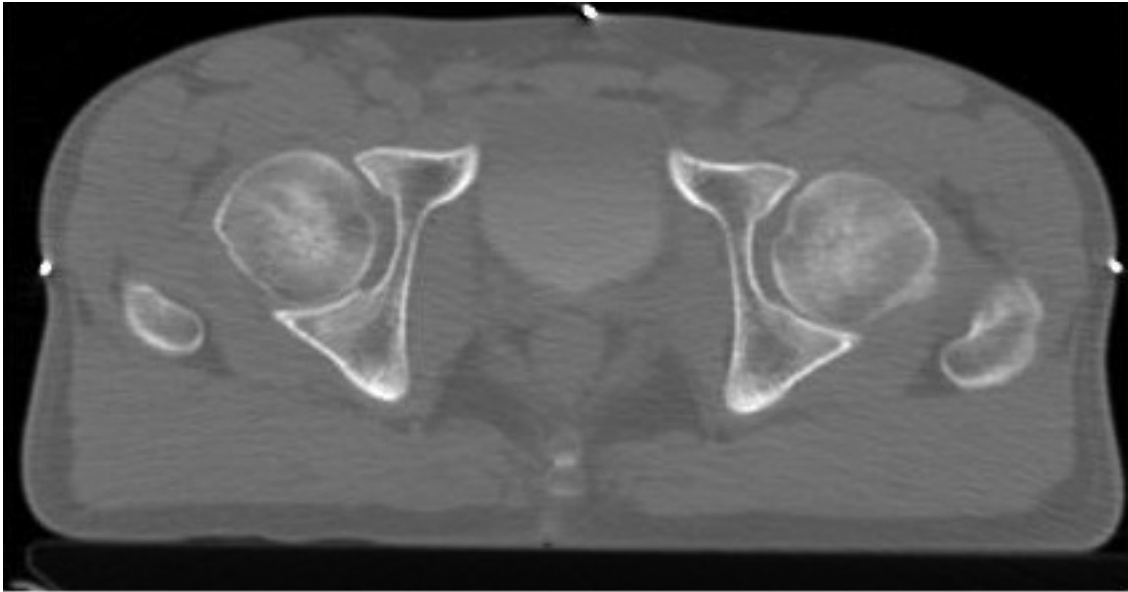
Slice of tomographic image of the prostate region. (Source: Erasto Gaertner Hospital, Curitiba/PR.)
